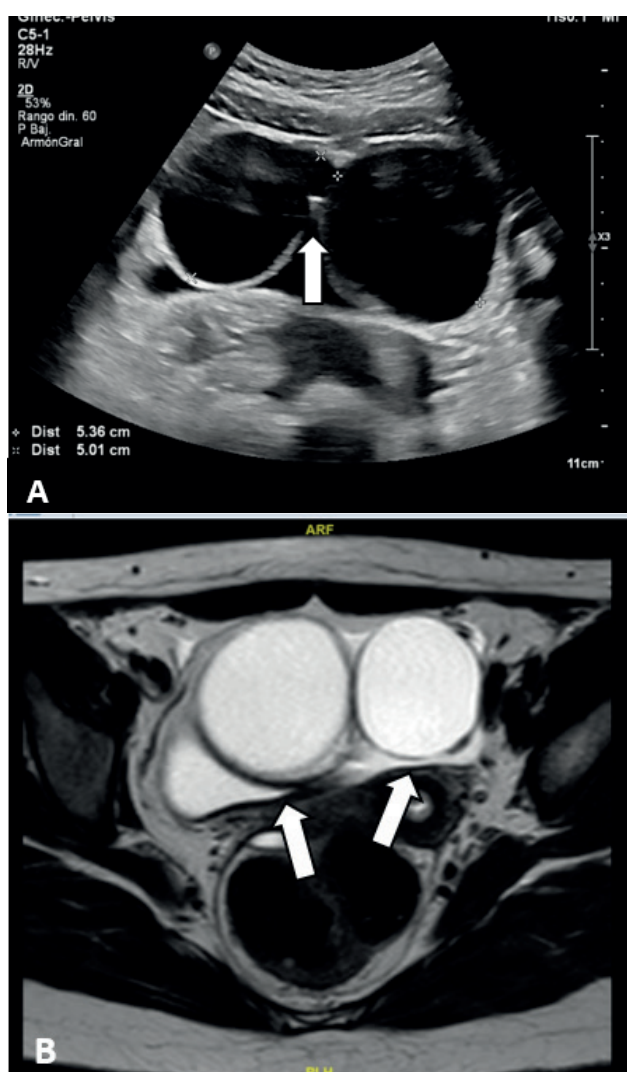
Imagen de quistes ováricos. A. Ecografía pélvica, formación quística bilobulada de 10 cm de diámetro mayor (flecha). B. Resonancia magnética contrastada de pelvis, quistes uniloculares de 5 cm de diámetro cada uno, el derecho con señal mínimamente más proteica y densa (flechas).
